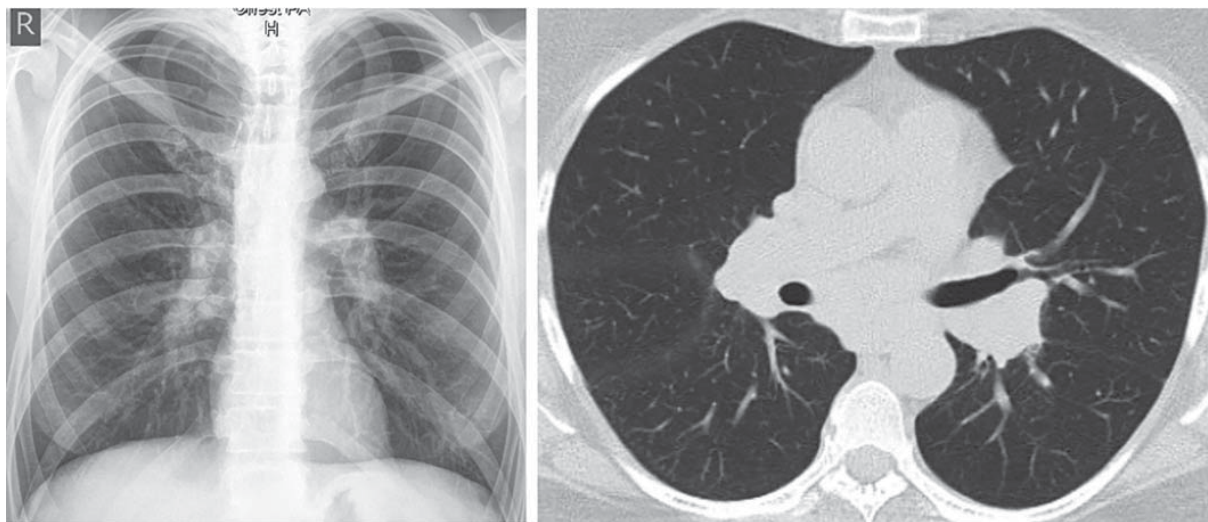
Саркоїдоз I стадії (РГ та КТ) — двостороння прикоренева лімфаденопатія
